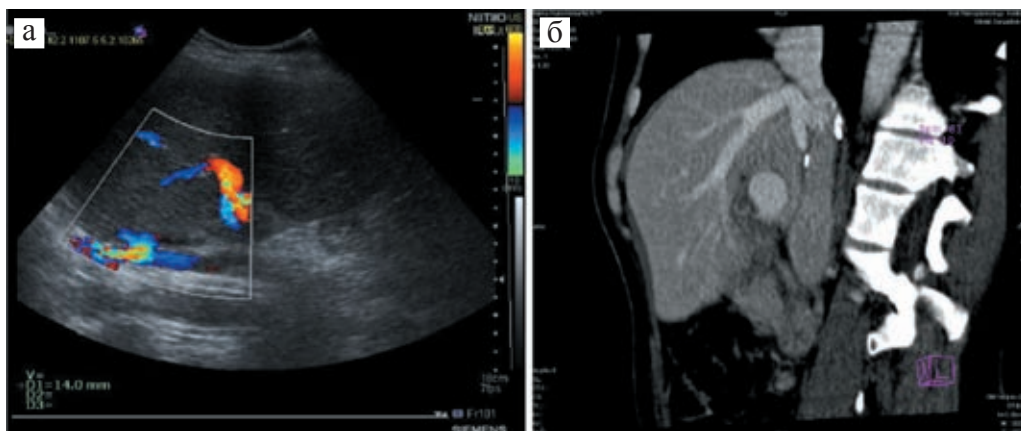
УЗ-картина анастомоза по типу «конец в бок» через 14 суток после трансплантации (а); компьютерная томография реципиента через 1,5 года после трансплантации, анастомоз по типу «бок в бок» (б)
